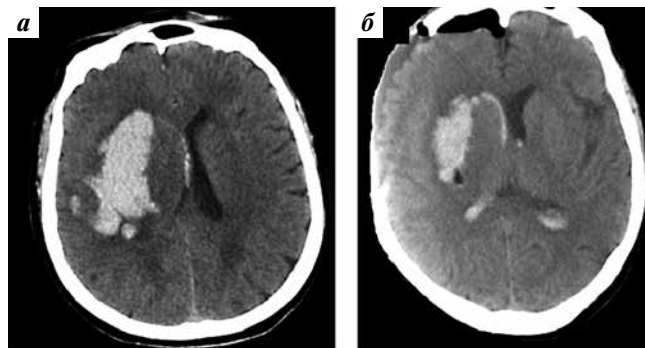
Компьютерная томография головного мозга пациента с эффективной декомпрессивной трепанацией черепа: а – до операции; объем гематомы 55 см³, поперечная дислокация на 8 мм, внутрижелудочковое кровоизлияние объемом 5 см³; б – после операции, остаточный объем гематомы 15 см³, поперечная дислокация на 2 мм, пролабирование вещества головного мозга в трепанационный дефект
